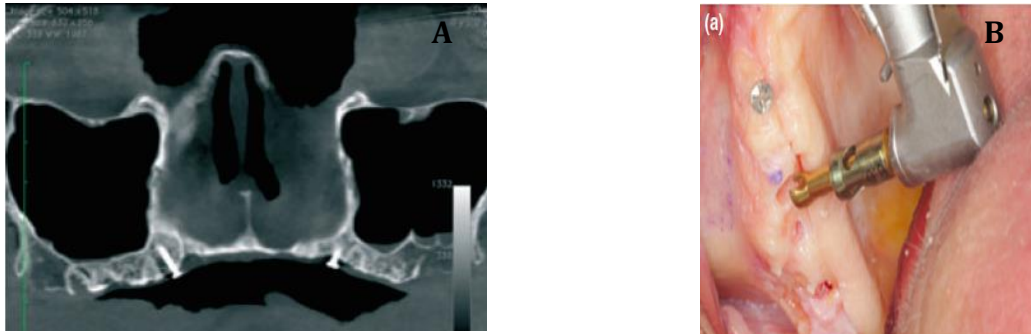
A Tomografía B Drill. <sup>25</sup>
